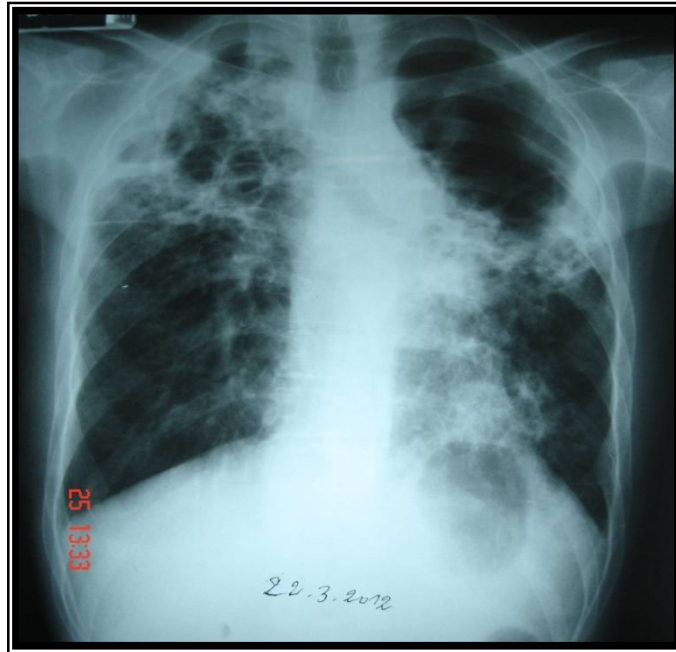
radiographie thoracique montrant cavités bilatérales multiples
